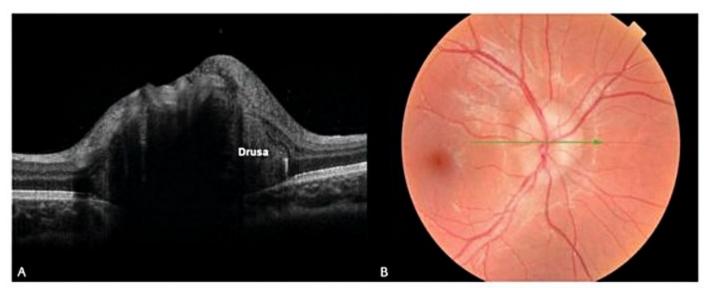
(A) Corte horizontal utilizando a tomografia de coerência óptica evidenciando elevação do disco óptico e presença de material com refletância aumentada correspondente à drusa (indicado na foto). (B) Fotografia do fundo do olho mostrando o aspecto da drusa (à direita) e indicando o local do corte horizontal estudado pela tomografia de coerência óptica.
